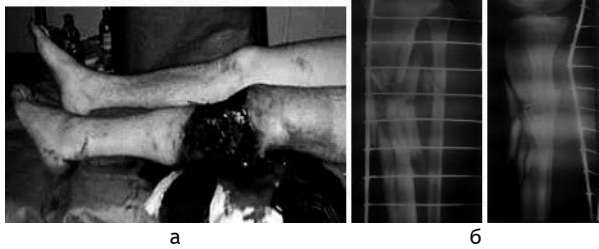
Внешний вид (а) и рентгенограммы (б) открытого перелома голени больного П., 32 лет.
